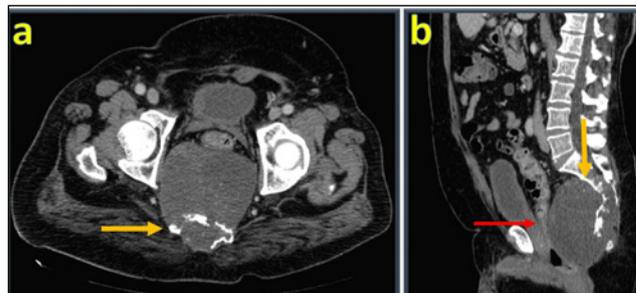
TC con contraste intravenoso en planos axial y sagital.
